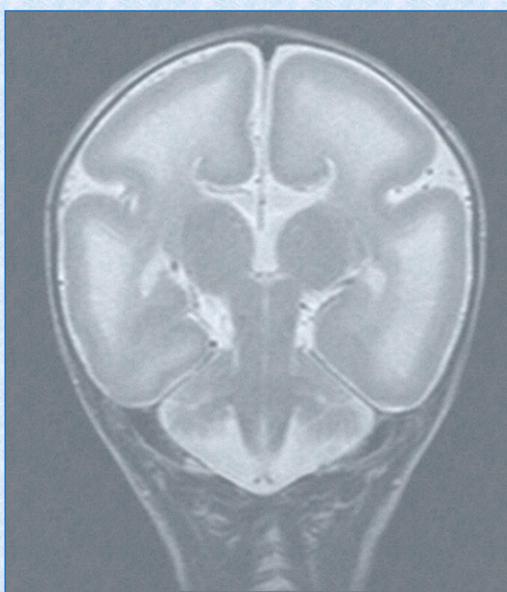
RMN cerebral. Corte coronal en secuencia T2
